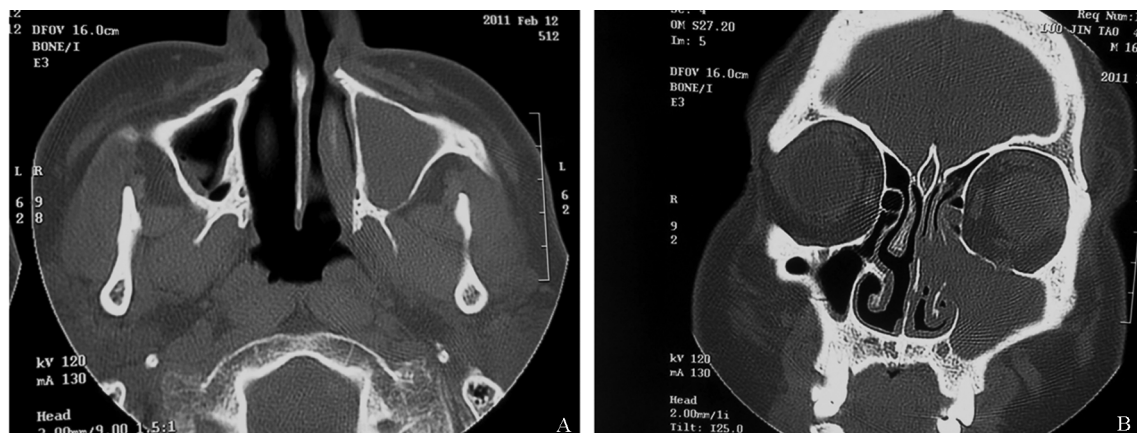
上颌窦出血坏死性息肉 CT 表现 A:水平位示左上颌窦腔扩大、窦壁变薄;B:冠状位示病变范围涉及上颌窦、鼻腔及筛窦
